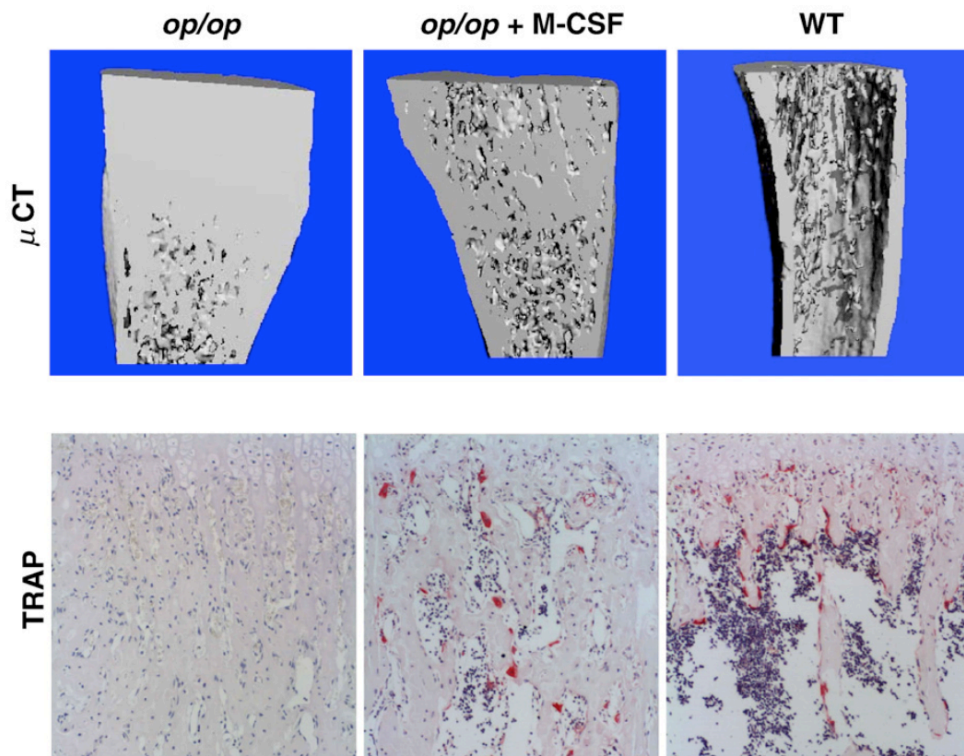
sezione di tibia alla micro TC. Confronto tra topi con osteopetrosi (op/op), topi op/op dove infuzione di M-CSF, topi wild type. Da “Urinary gamma-glutamyltransferase (GGT) as a potential marker of bone resorption.” Di Asaba Y et al.
